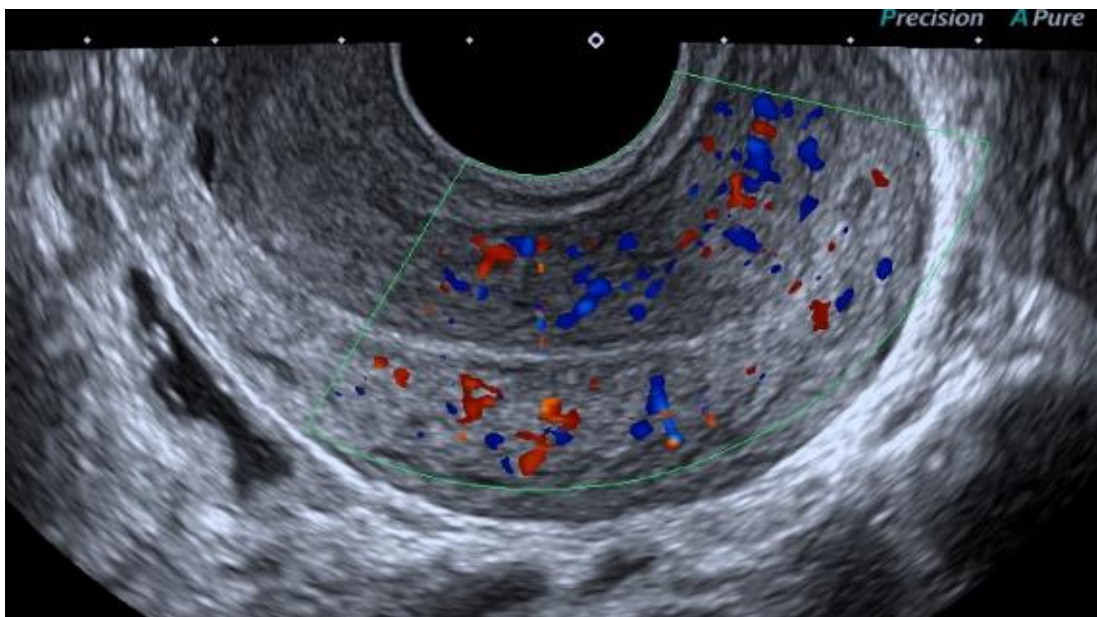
Representação do fluxo sanguíneo miometrial pelo Doppler colorido.
